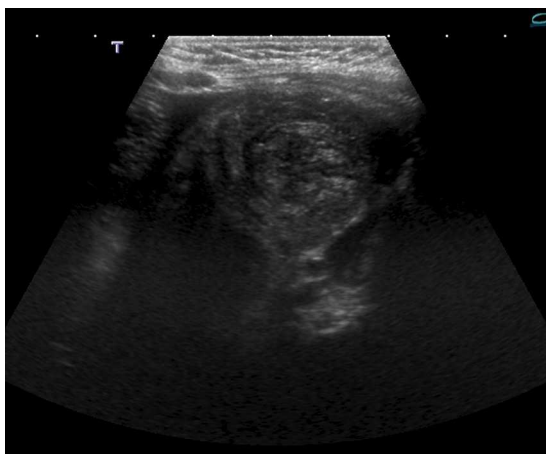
Ecografía abdominal con imagen de invaginación ileocecal.
